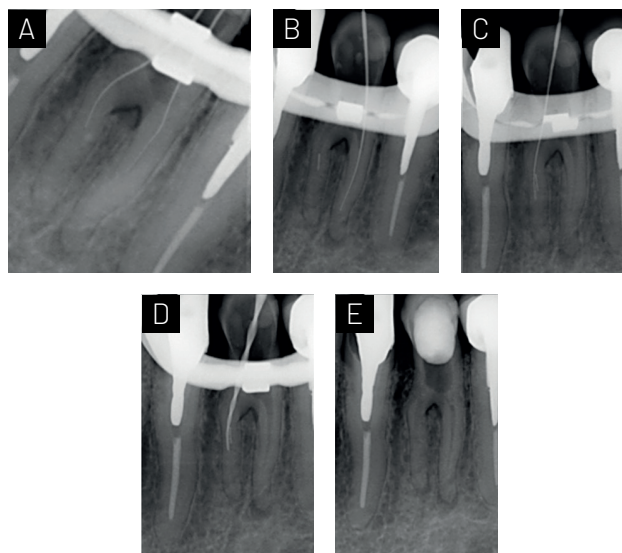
Negociación de conductos. A) Exploración de conducto con limas K# 6, 8, 10 a 8 mm en raíz mesial y 9mm en raíz distal. B) Separación de lima Wave One Glider en tercio medio. C) Se intentó realizar el by - pass del instrumento con limas K# 6 -20 sin poder sobrepasar la ubicación del fragmento. D) Se empleó lima RC Blue 25.08, para ampliar espacio del conducto y luego utilizar inserto dorado 20.02 de Ultra X para la remoción del instrumento. E) Radiografía que evidencia el retiro del fragmento.
